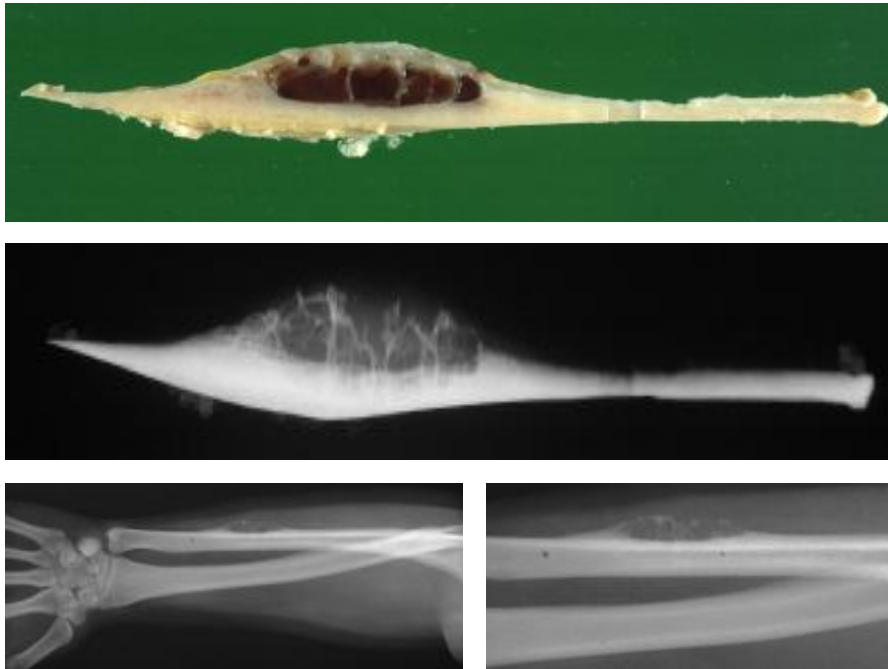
periostales kavernös-kapilläres Hämangiom (M.-Nr.: 2002/4253, oben: Makrophotographie, mitte: Kontaktradiographie, unten: Röntgenbilder)
